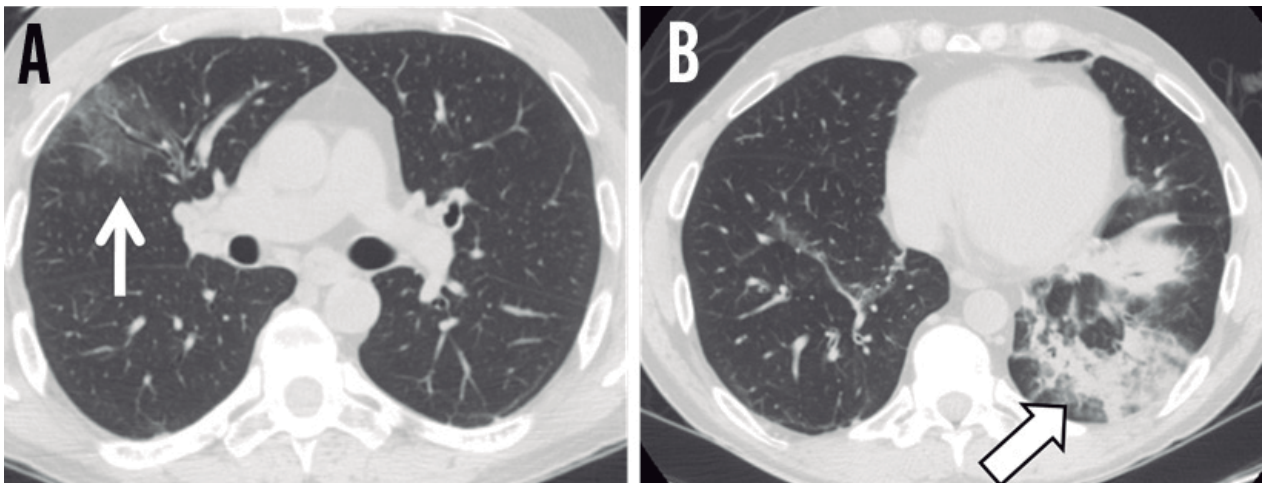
Paciente com síndrome de Churg-Strauss. A tomografia computadorizada apresenta área com atenuação em vidro fosco no lobo superior direito (A) e consolidação no lobo inferior esquerdo (B).
